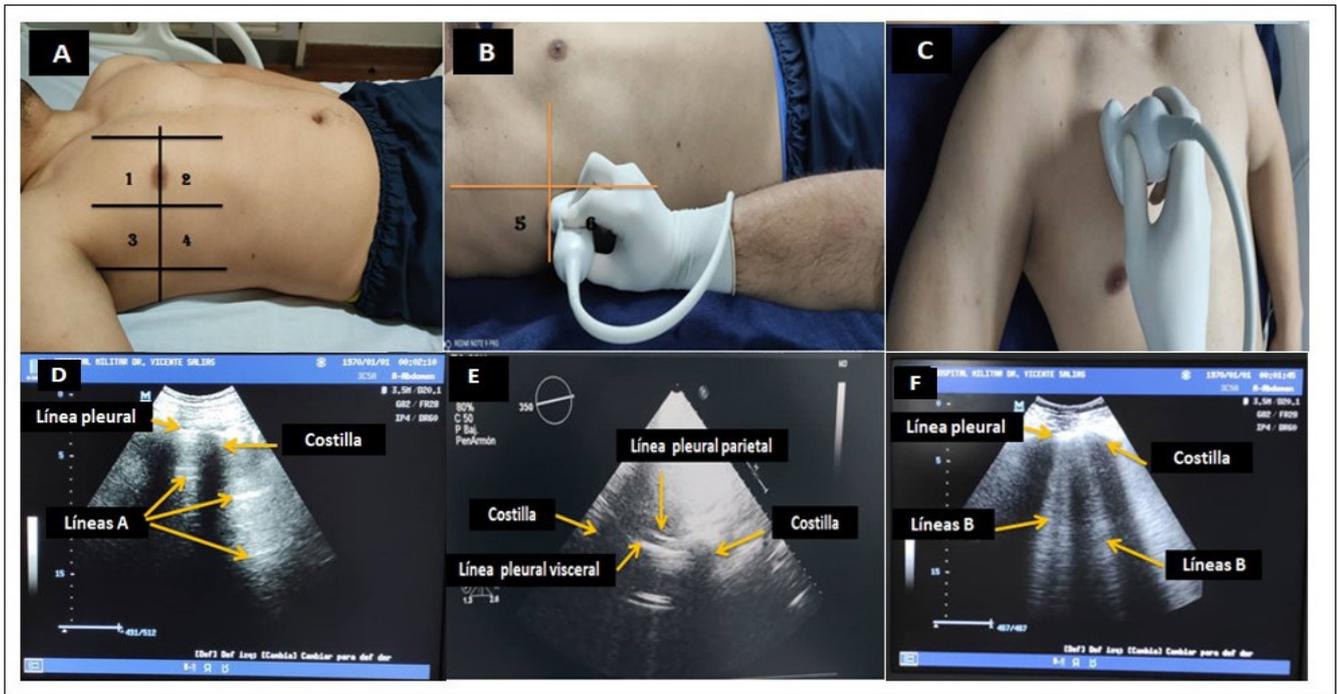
A-B: Ecografía Pulmonar por regiones. C: posición del transductor perpendicular a las costillas. D: Corte longitudinal, patrón típico de aireación pulmonar normal, línea pleural, costilla superior inferior, línea A (flechas), modo B. E: Estructuras anatómicas en la EP: línea pleural parietal, visceral y costillas (flechas), modo B. F: líneas B pulmonares, (flechas).
